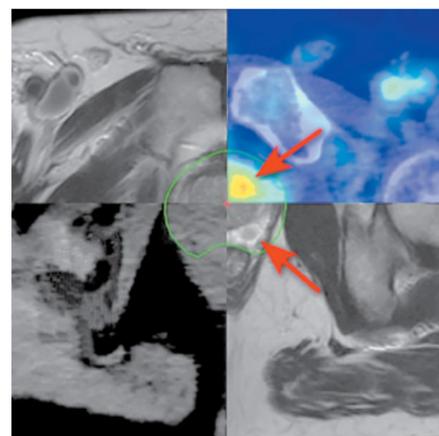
Совмещение (fusion-technology) данных инструментальных методов исследования (МРТ органов малого таза, ПЭТ/КТ с 18F-PSMA) в планирующей системе. Стрелками обозначены метаболический очаг при ПЭТ/КТ (вверху) и патологические изменения на МРТ (внизу).
